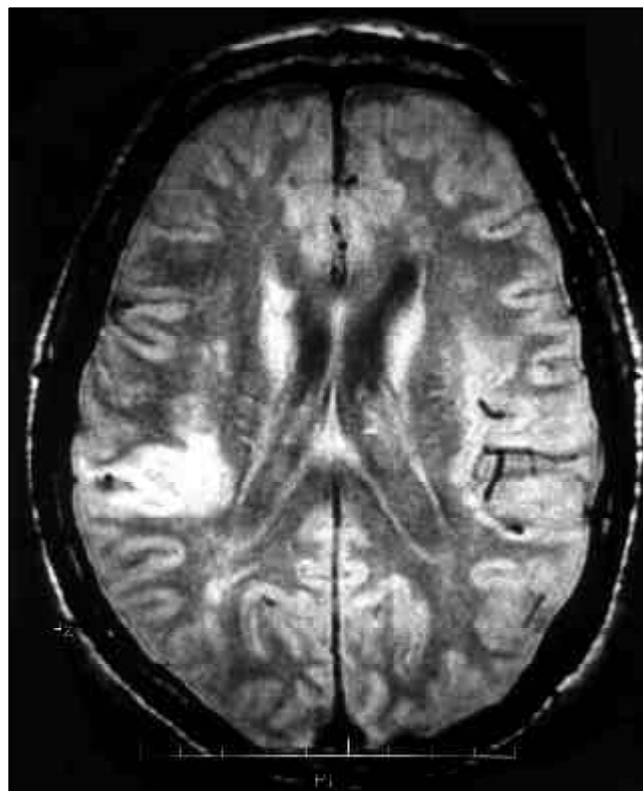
Infarto laminar parietal derecho objetivado en RM, modo DP, proyección axial.
